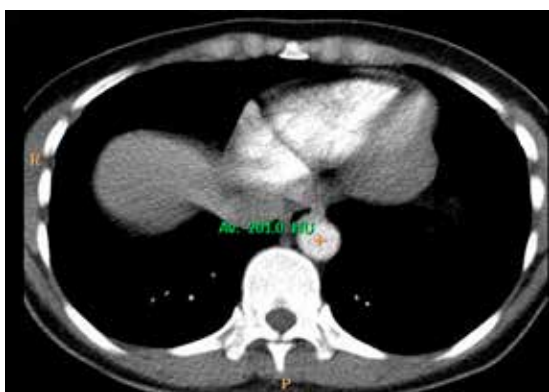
МСКТ. Аксиальная проекция. Способ установки порогового уровня контрастирования в просвете грудной аорты
